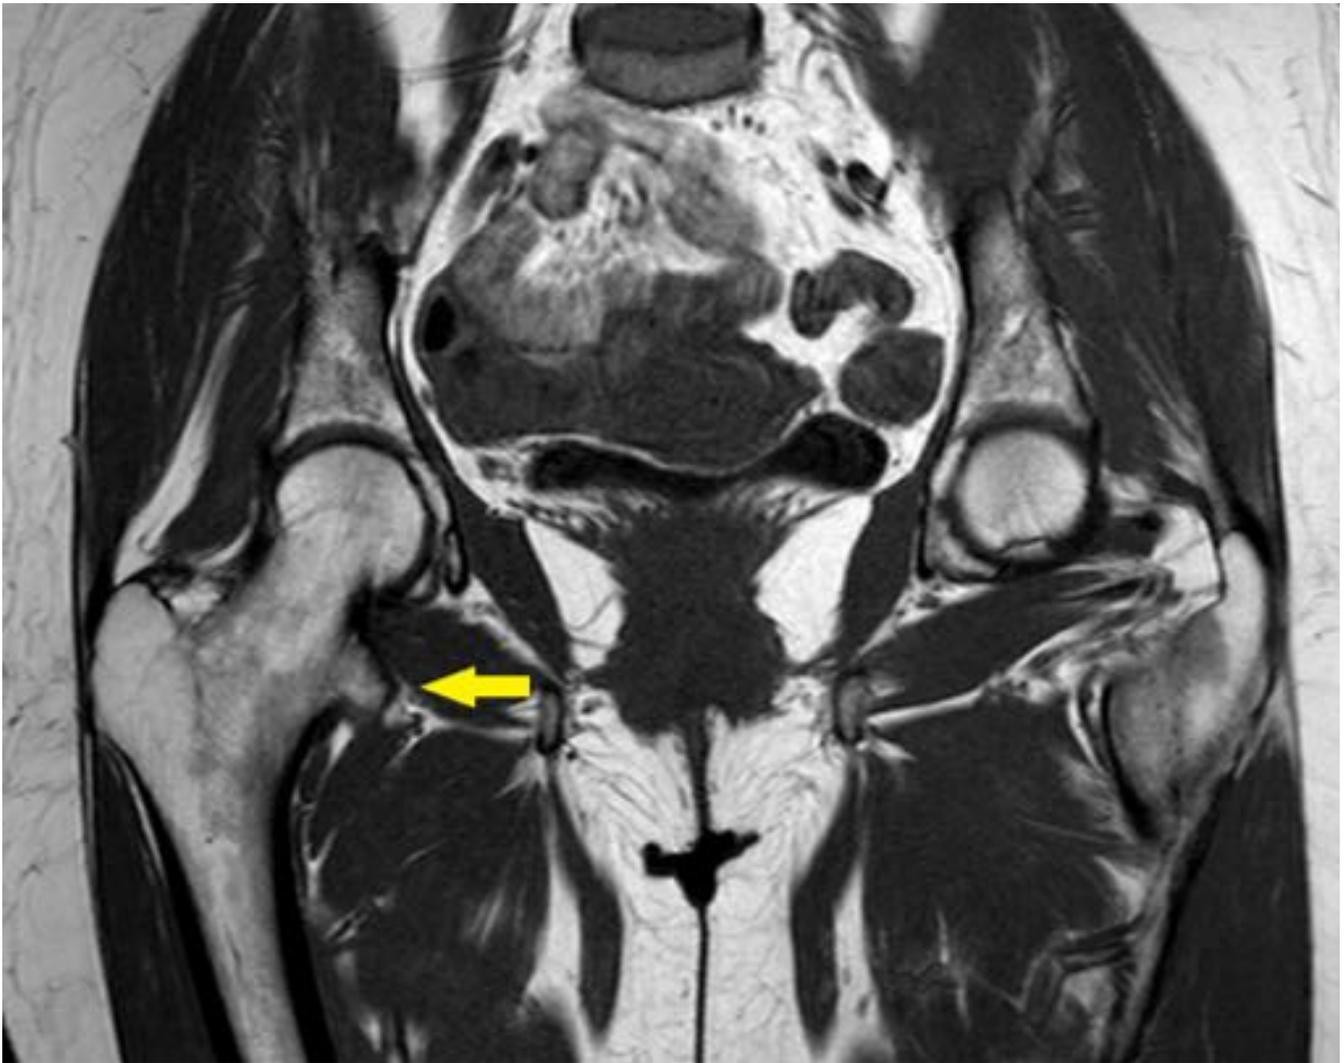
RM. Secuencia TSE-T1 coronal. osteocondroma sésil con amplia base de implatación en el aspecto medial y distal del cuello femoral derecho que por su localización produce atrapameinto secundario del músculo cuadrado femoral.
